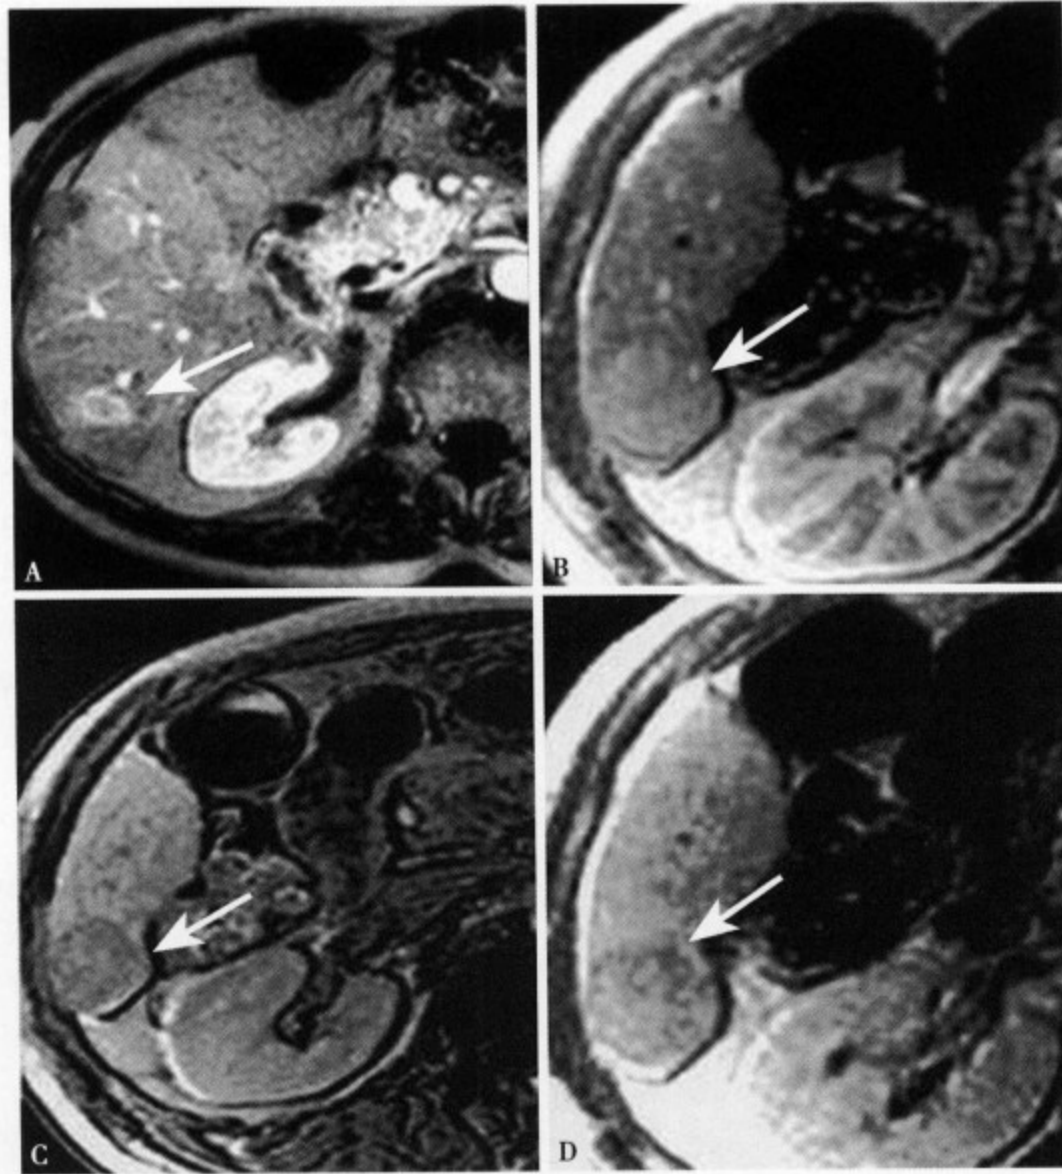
增强 MRI 动脉晚期 (A) 病灶强化明显变淡, 尤以中心为主; 肝右叶高分化 HCC, 增强 MRI 动脉期 (B), 病灶强化不明显, 但部分包膜显示信号减低; 平衡期 (C) 病灶边缘较清, 信号低于肝实质; 延迟期 (D) 病灶信号仍稍低于肝实质, 但部分包膜呈延迟强化
